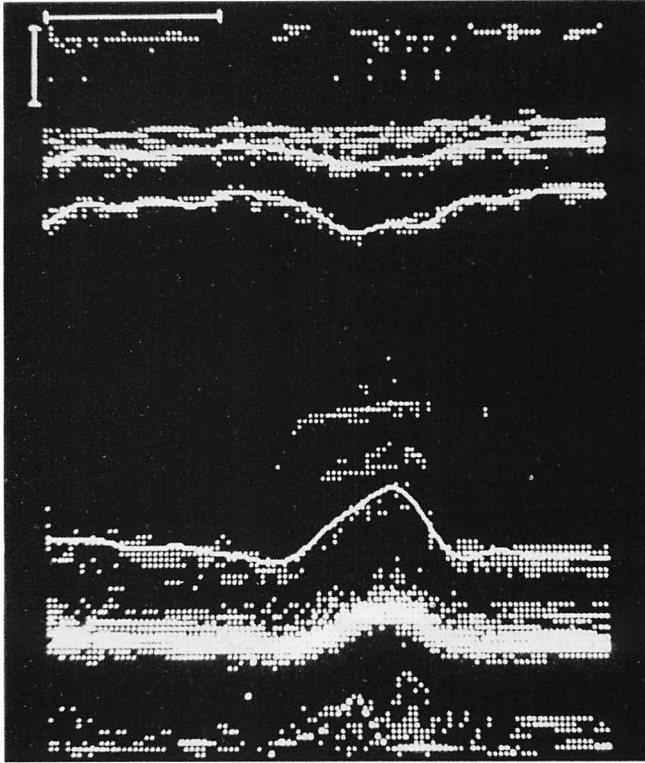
Detected cardiac structures superposed on the original echocardiogram.
